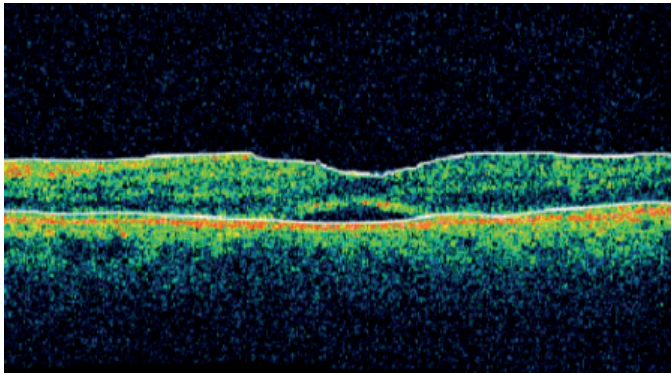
Оптична когерентна томограма пацієнта з II групи, 12-ий місяць спостережень, залишковий макулярний набряк
